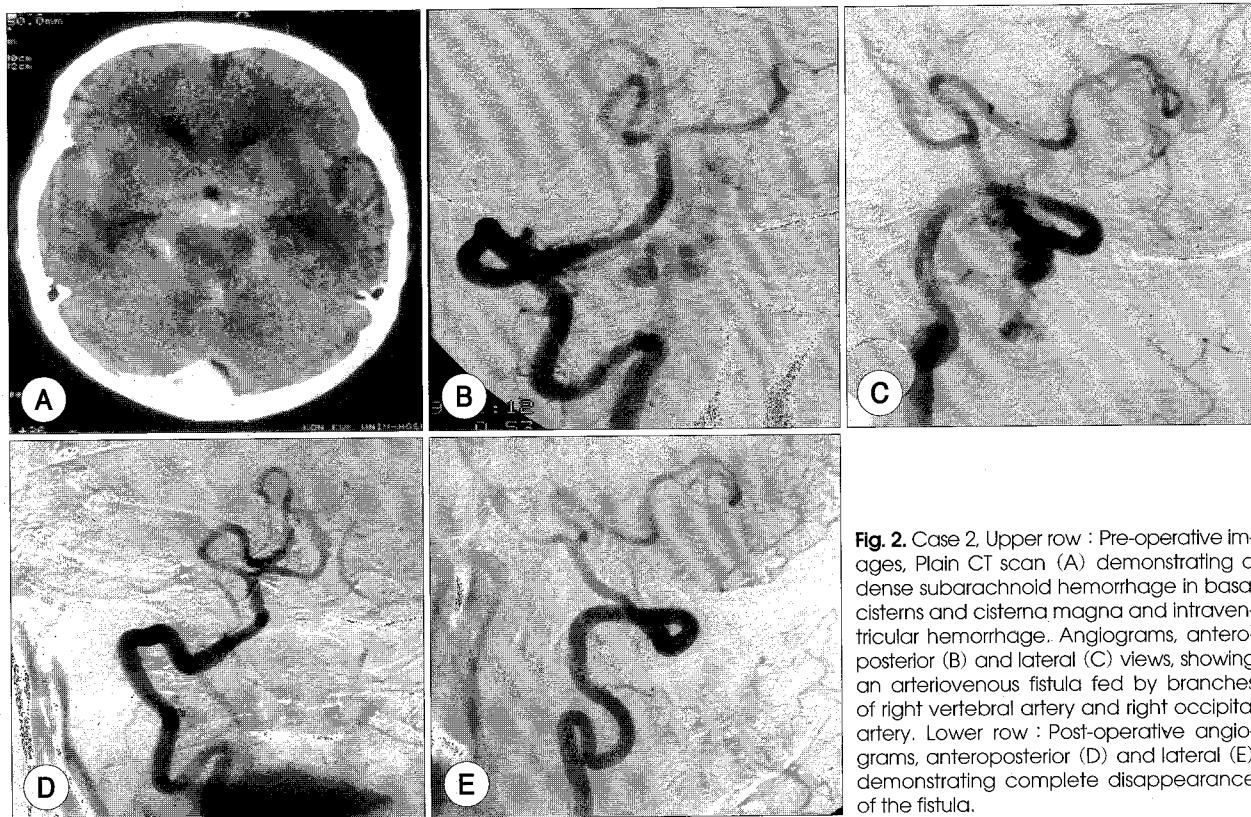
Case 2, Upper row : Pre-operative images, Plain CT scan (A) demonstrating a dense subarachnoid hemorrhage in basal cisterns and cisterna magna and intraventricular hemorrhage. Angiograms, antero-posterior (B) and lateral (C) views, showing an arteriovenous fistula fed by branches of right vertebral artery and right occipital artery. Lower row : Post-operative angiograms, anteroposterior (D) and lateral (E) demonstrating complete disappearance of the fistula.
